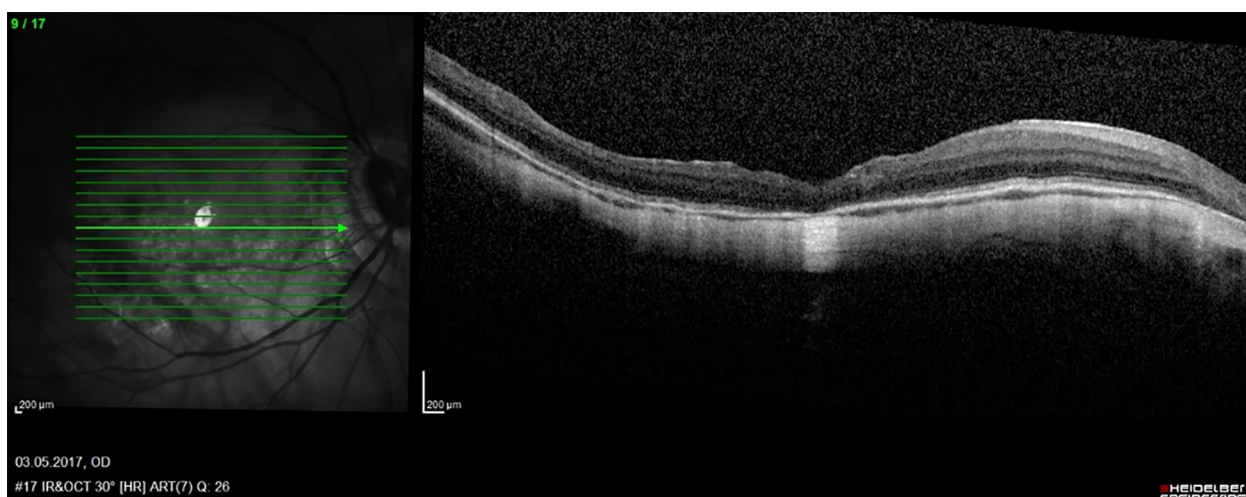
Результат оптической когерентной томографии сетчатки через 2 нед. после операции
